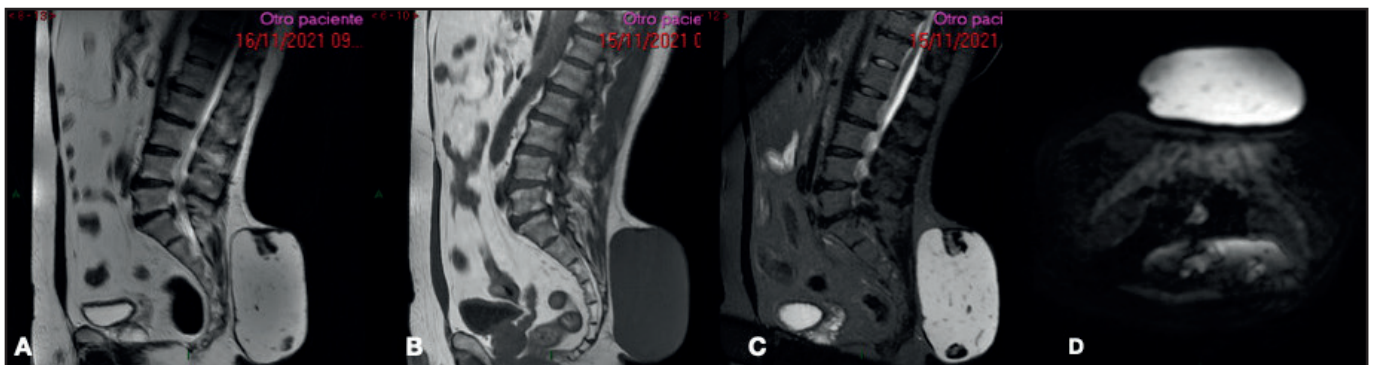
Resonancia magnética nuclear de región lumbosacra. Lesión nodular ovoidea de márgenes bien definidos de 13 x 8 x 16 cm en sus ejes longitudinal, anteroposterior y transversal respectivamente, en plano subcutáneo; pared con grosor de 3 mm. A y B. Contenido hipointenso, homogéneo en T1. C y D. Contenido hiperintenso en T2.
